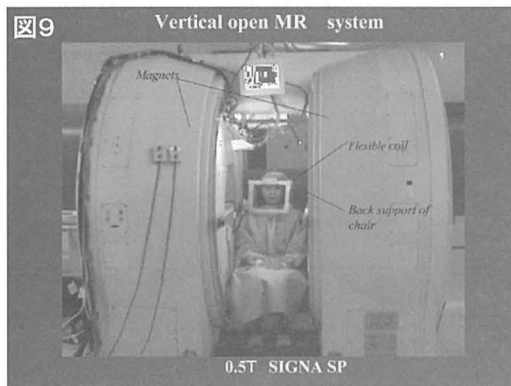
座位撮影可能な MRI 撮影装置 (Vertical open MR System)。
